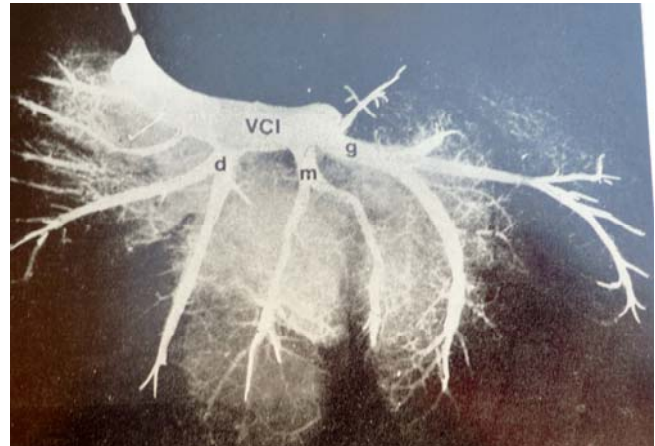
Aspect radiographique du pédicule sus-hépatique principal.
